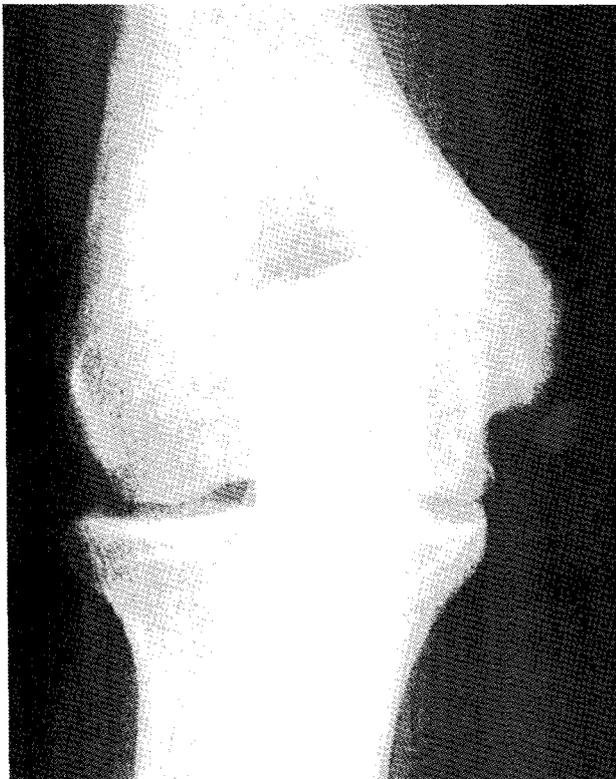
Rt. AP radiograph of the professional baseball player's elbow shows the segmentation of medial epicondyle.
